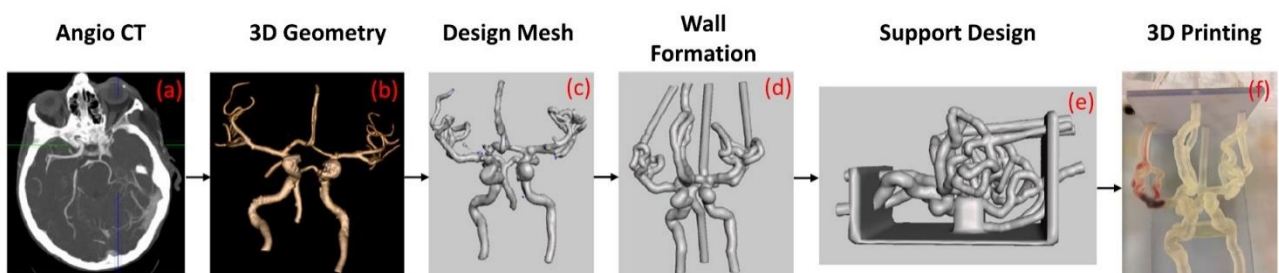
(a) Viene acquisita un'immagine angio-TC della neurovascolatura del paziente. (b) La neurovascolatura viene segmentata dal resto del tessuto cerebrale e viene creata una geometria 3D. (c) Viene creata una mesh 3D di vertici triangolari con Autodesk Meshmixer. (d) La mesh viene trasformata in una geometria solida, vengono rimossi gli artefatti e una (e) struttura di supporto tiene in posizione i vasi. (f) Il modello viene stampato in 3D con il materiale Stratasys Tango+ per simulare la conformità vascolare ed è pronto per essere collegato a un circuito di flusso per gli studi di simulazione. [52]
